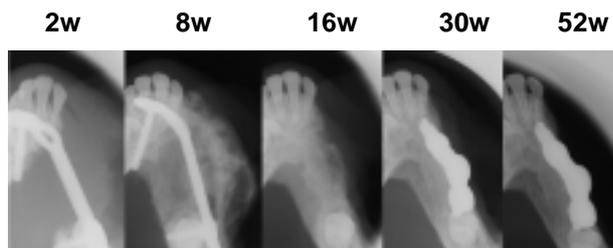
BMPによって再生される下顎骨の経時的X線像
